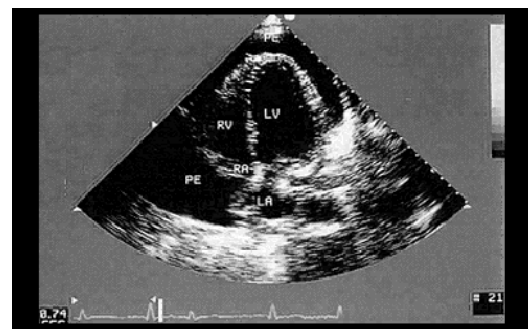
Ecocardiografie. Tamponadă cardiacă
